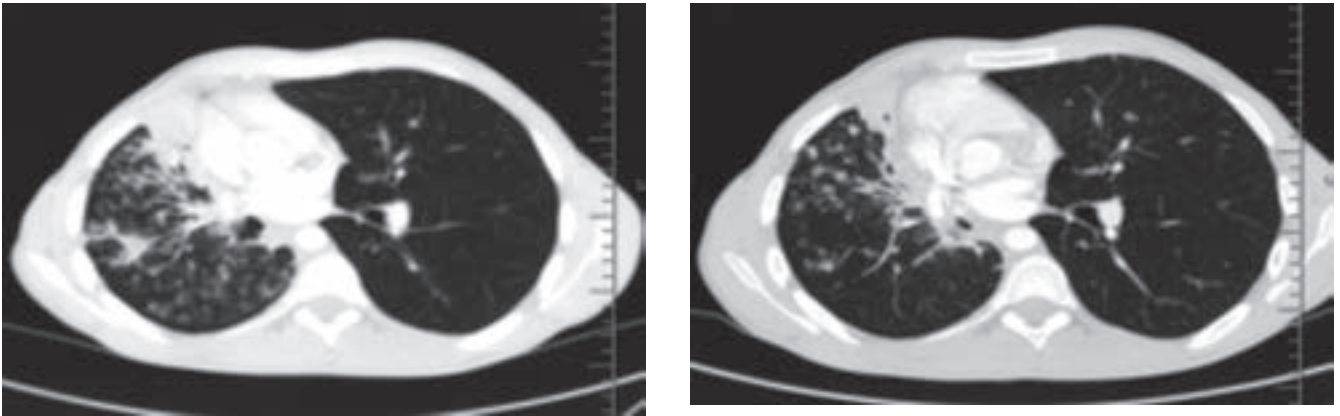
CT obraz pacienta z kazuistiky 2 pred operáciou
